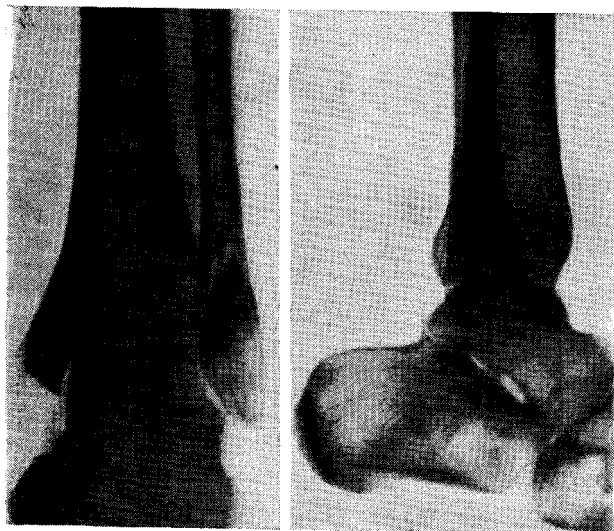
Пронационно-абдукционный перелом обеих лодыжек без смещения отломков. Рентгенограмма.
